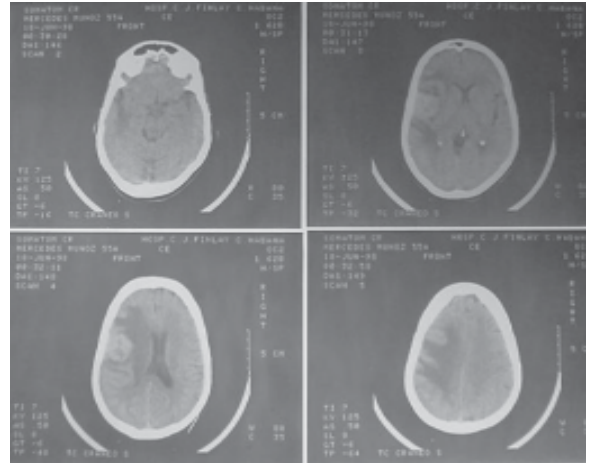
Tomografía de cráneo simple. Imagen hiperdensa en la región frontoparietal derecha con un centro hipodenso que mide 3 cm de diámetro, rodeada de edema cerebral, con efecto de masa expansiva y desplazamiento de las estructuras de la línea media. ID tumor frontoparietal izquierdo.
